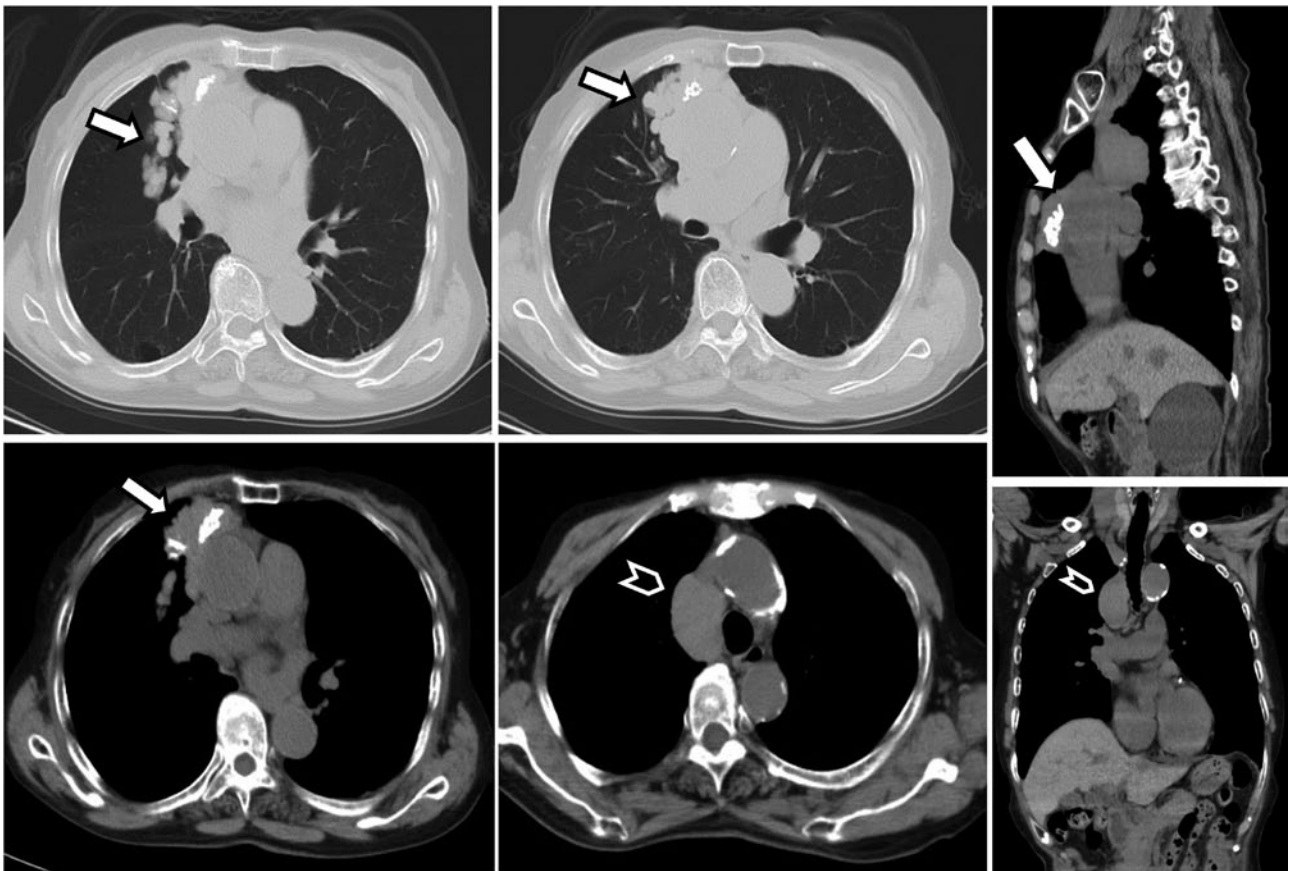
81歳時の胸部単純CT. 前縦隔に石灰化を伴い右肺に浸潤する多発腫瘍(矢印)および右気管傍リンパ節の腫大(矢頭)を認めた.
